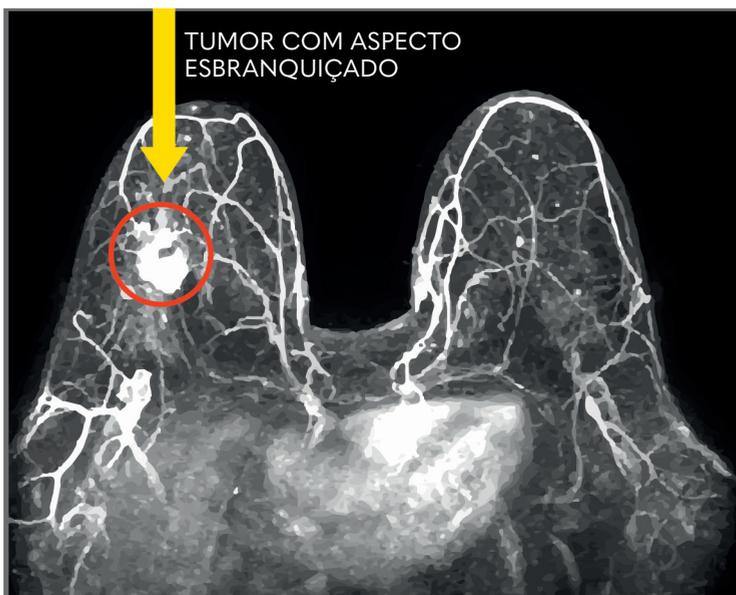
• A ressonância magnética da mama direita mostra um tumor com aspecto esbranquiçado. As linhas curvas presentes nas duas mamas são vasos sanguíneos normais.
